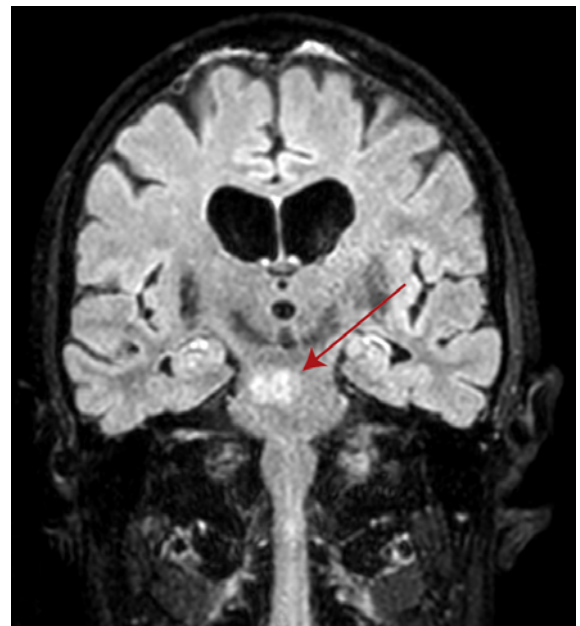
Verlaufs-MRI des Schädels (nach Auftreten des schweren brachiofazialen sensomotorischen Hemisyndroms links), koronare FLAIR: demarkierte akute Ischämie Pons rechts (siehe Pfeile).
